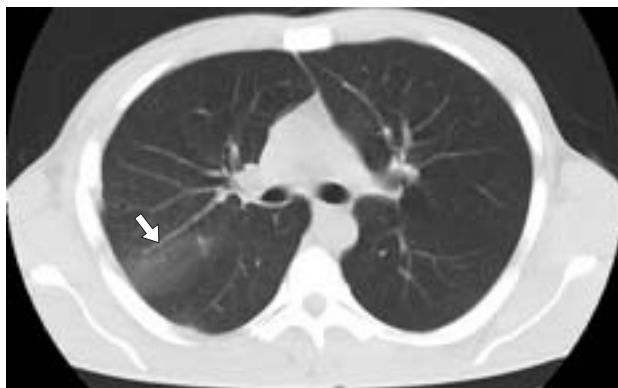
КТ грудной клетки пациента с колото-резаным ранением груди на 18-е сутки после хирургической обработки раны легкого с рассечением раневого канала (зона рассечения указана стрелкой).
